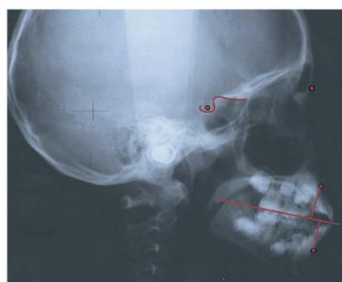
Determinação das alterações horizontais do crescimento dos maxilares, após localização dos pontos A e B na radiografia inicial. Imagem retirada de (Ngan et al., 2006)
